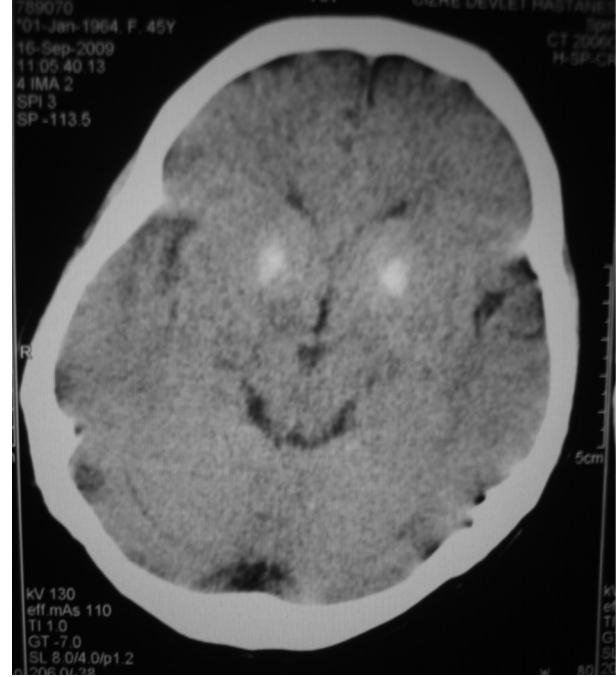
Aksiyal BT kesitinde her iki hemisfer bazal ganglionlarda, talamusta, subkortikal beyaz cevherde ve serebellumda kalsifikasyon alanları görülmektedir.
